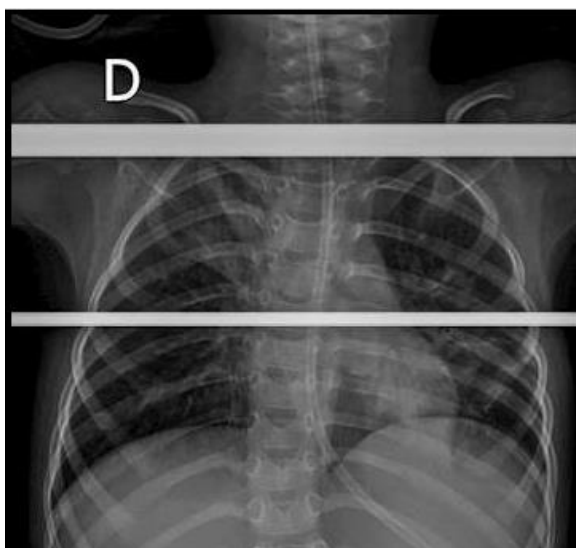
Radiografia de tórax em incidência pósterio-anterior. Presença de infiltrados difusos, mais presentes em lobo superior direito. Fonte: prontuário médico do paciente.
